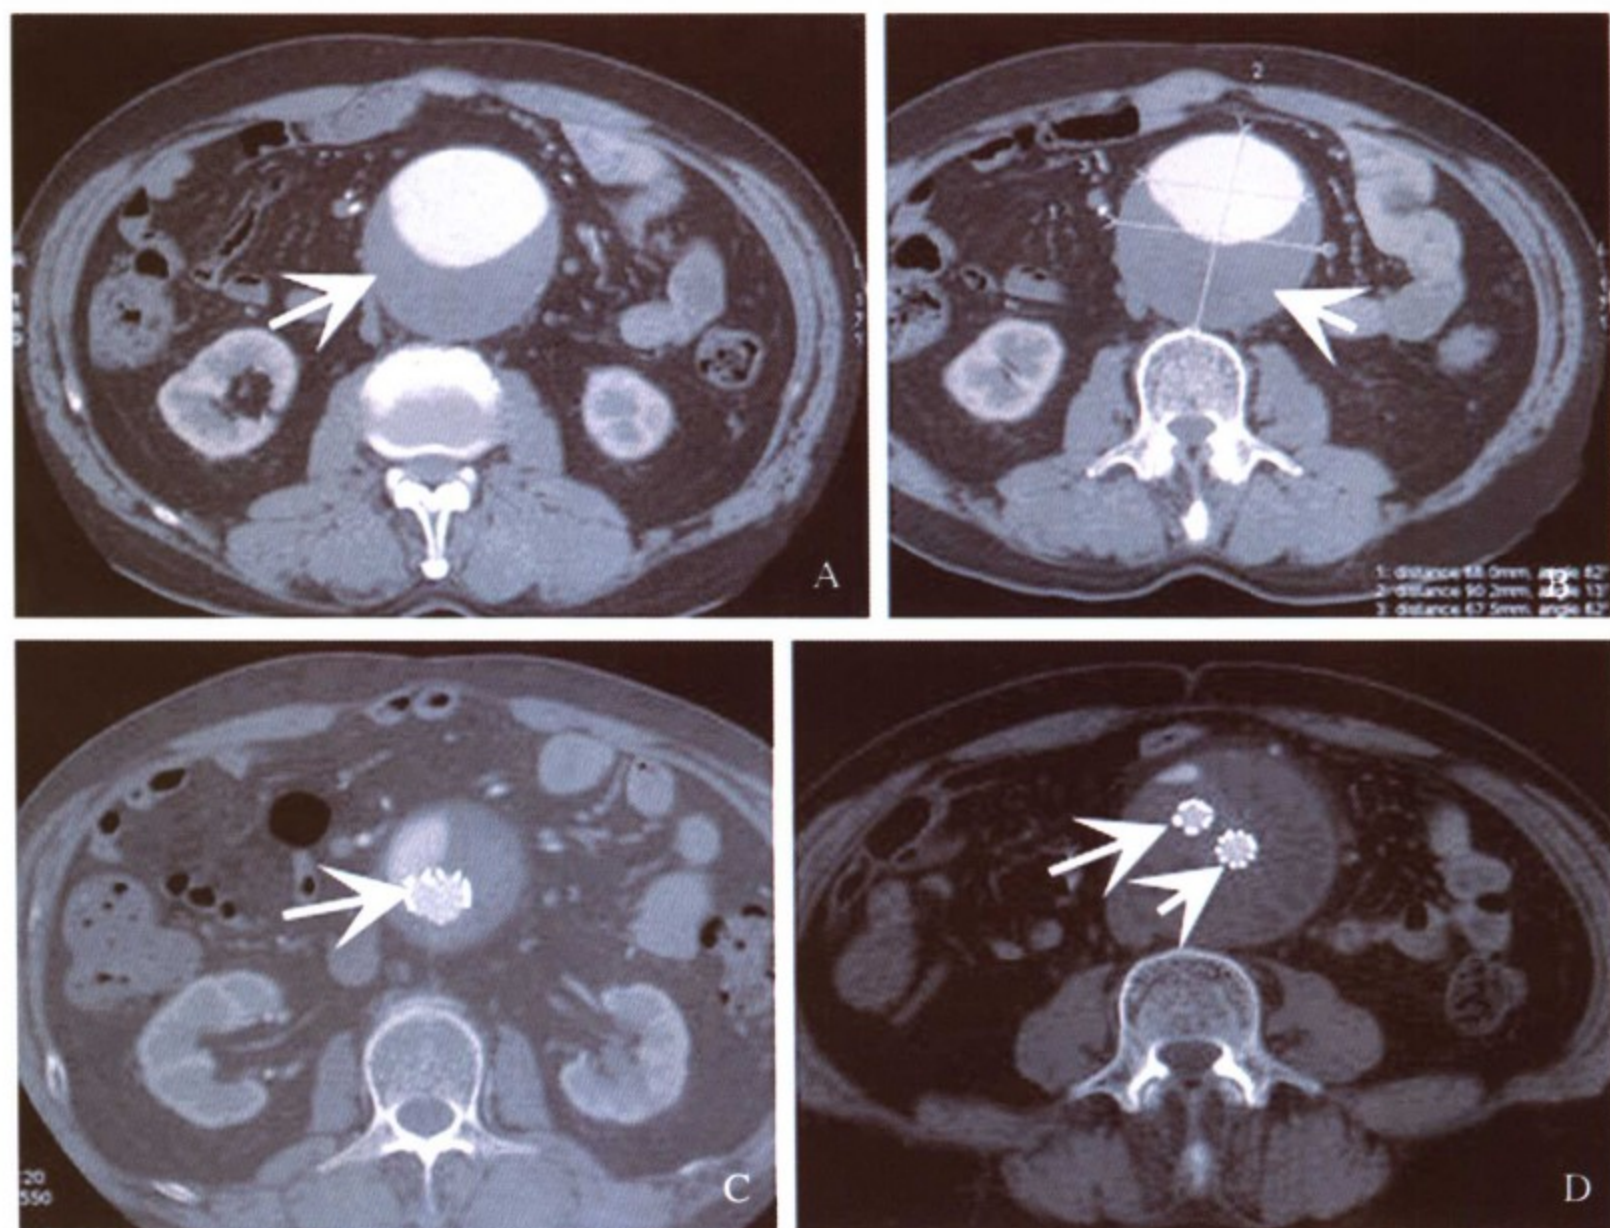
患者，男，42 岁，腹主动脉瘤经主动脉内支架隔绝术前与术后 64 层 MSCT 图像。A 和 B，CT 横断面图像显示腹主动脉真性动脉瘤（箭头所指为腹主动脉扩张，大量附壁血栓）；C 和 D，CT 横断面图像显示腹主动脉瘤经主动脉内支架隔绝术后，假腔明显改善，箭头所指为支架
